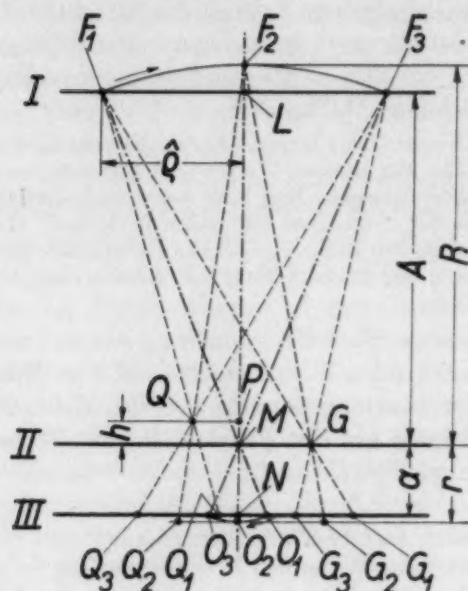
Der Röhrenfokus beschreibt das Kreisbogenstück $F_1 F_2 F_3$ (Halbmesser = R), der Filmmittelpunkt O das Kreisbogenstück $O_1 O_2 O_3$ (Halbmesser = r). Der Film bleibt stets zu sich selbst und zur Ebene II parallel. Abb. 5a zeigt die Projektion der Fokusbahn auf die Ebene III. In Abb. 5b sieht man die Verschiebungen, die der Mittelpunkt O des bewegten Films und die Röntgenshatten der Punkte G und Q im Laufe der Fokusbewegung in der Ebene III erfahren. Abb. 5c zeigt die auf dem bewegten Film zustande kommenden Röntgenbilder von M (das von M fällt mit O zusammen), G , P und Q (q').
